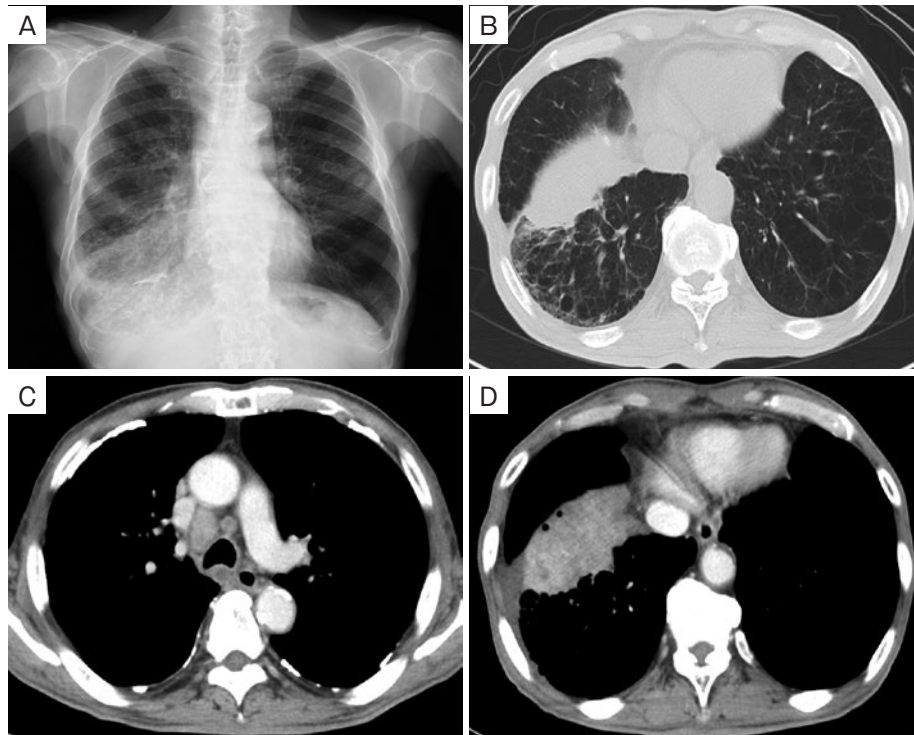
1次治療開始前の画像所見. (A) 胸部単純X線写真. 右下肺野に浸潤影を認める. (B) 胸部単純CT (肺野条件). 右肺下葉に腫瘍影を認める. (C) 胸部造影CT (縦隔条件). 両側縦隔リンパ節腫大を認める. (D) 胸部造影CT (縦隔条件). 不均一に造影される右肺下葉腫瘍影および少量の右胸水貯留を認める.
